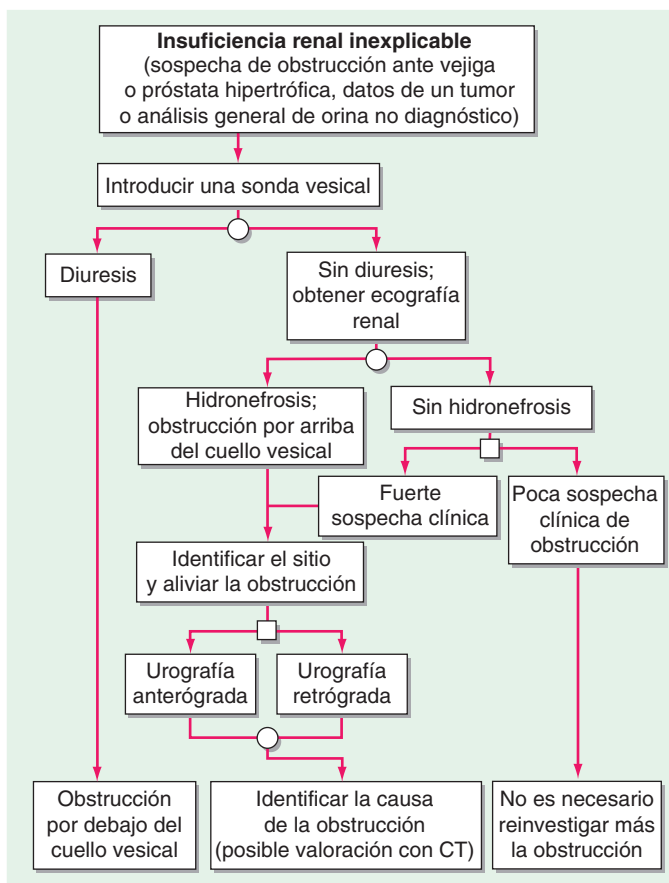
Estrategia diagnóstica de la obstrucción urinaria en caso de insuficiencia renal inexplicable. Los círculos representan los procedimientos diagnósticos y los cuadros indican las decisiones clínicas con base en la información disponible. CT, tomografía computarizada.
